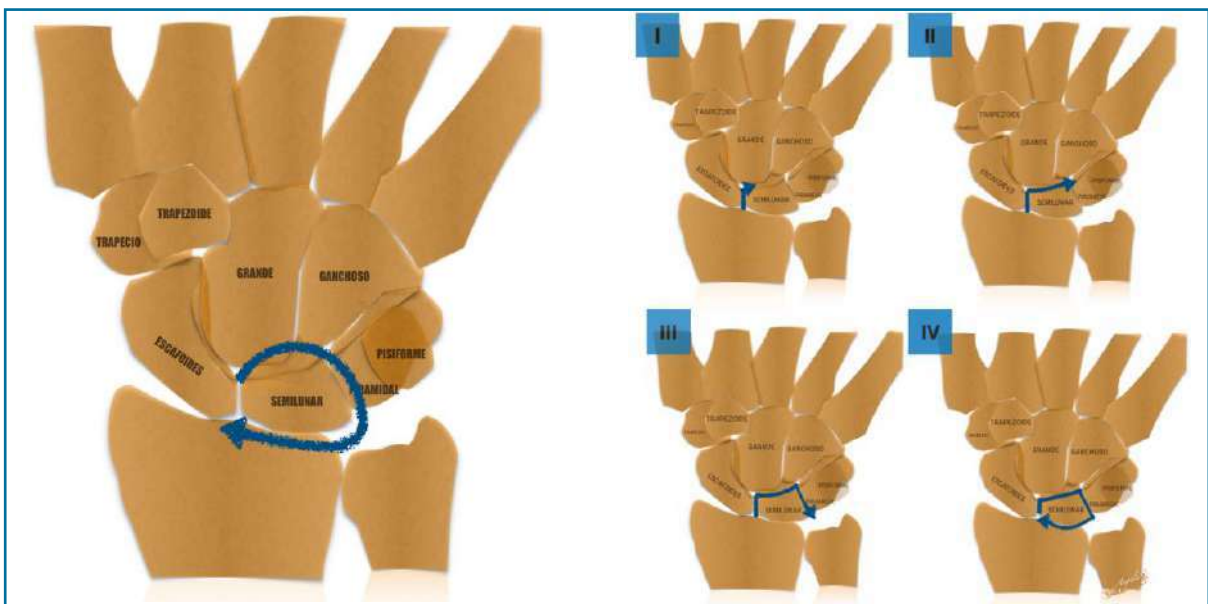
Clasificación de compromiso perilunar según Mayfield et al. Estadio I. Disociación escafolunar o subluxación rotatoria del escafoides, compromiso de la articulación escafolunar. Estadio II. Luxación perilunar, compromiso de la articulación escafolunar y capitolar. Estadio III. Luxación mediocarpal, compromiso de la articulación escafolunar, capitolar y lunopiramidal. Estadio IV. Luxación semilunar, compromiso de la articulación escafolunar, capitolar, lunopiramidal y radiolunar. Figura adaptada de "Multidetector CT of carpal injuries: Anatomy, fractures, and fracture-dislocations". Radiographics. 2008.
